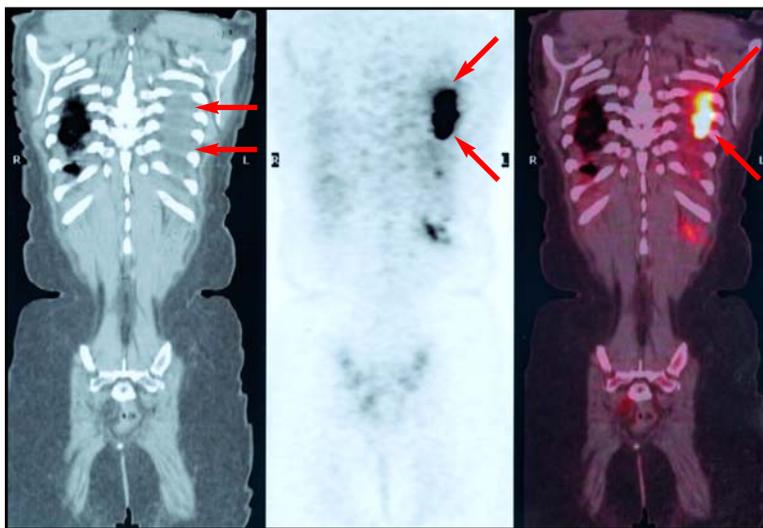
Imágenes de tomografía computada, PET y PET/CT. Las flechas muestran la presencia de un cáncer de pulmón que ha invadido la pared del tórax.
